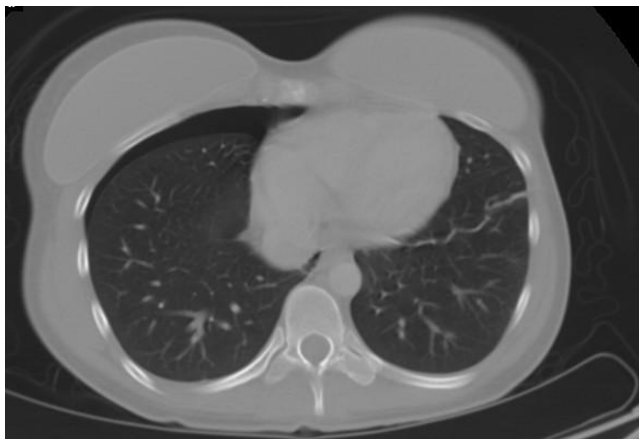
Tomografía axial de abdomen con contraste: neumotórax anterior derecho
